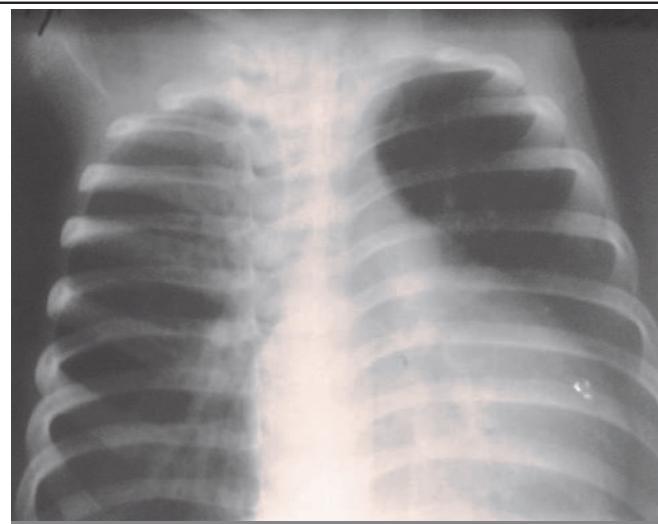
Рентгенография грудной клетки.
